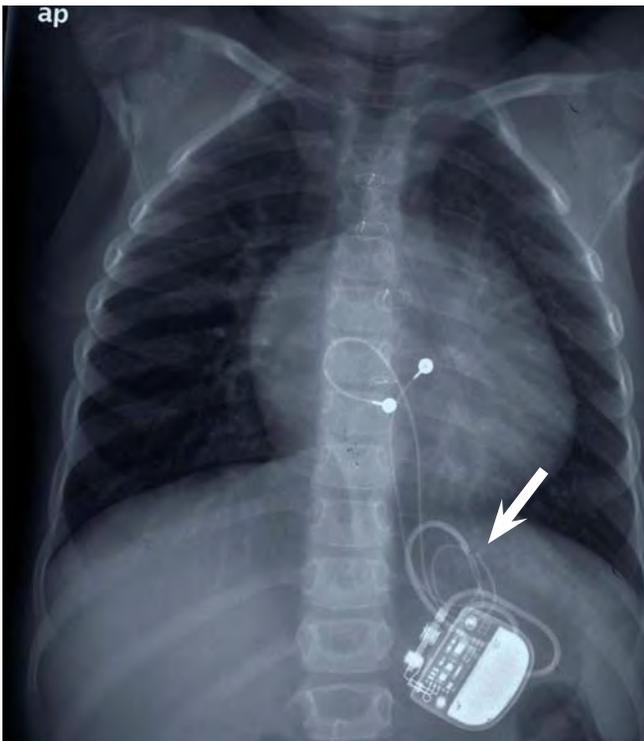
Radiografía de tórax-abdomen. Se objetiva la fractura completa de uno de los electrodos (flecha). El electrodo fracturado era el positivo o ánodo ya que el funcionamiento del marcapasos fue correcto en estimulación unipolar y la impedancia del cable en dicha configuración normal.
